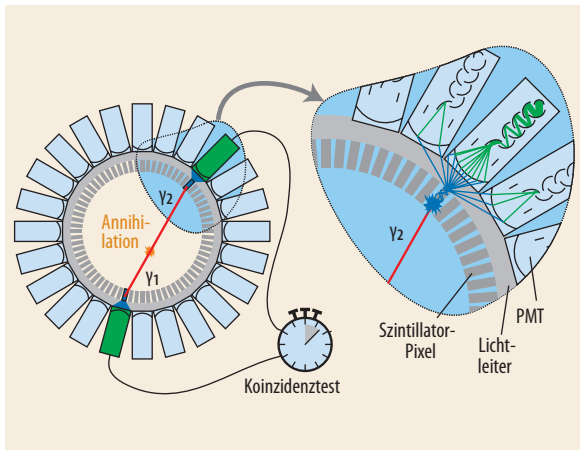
Im PET-Scanner sind die Szintillatorkristalle ringförmig angeordnet. Diese wandeln die Gammaquanten in sichtbare Photonen um („Lichtblitze“), die Photomultiplier (PMT) in elektrische Signale übersetzen. Koinzidente Ereignisse werden von der Auswertelektronik detektiert und der digitalen Bildrekonstruktion zugeführt.
